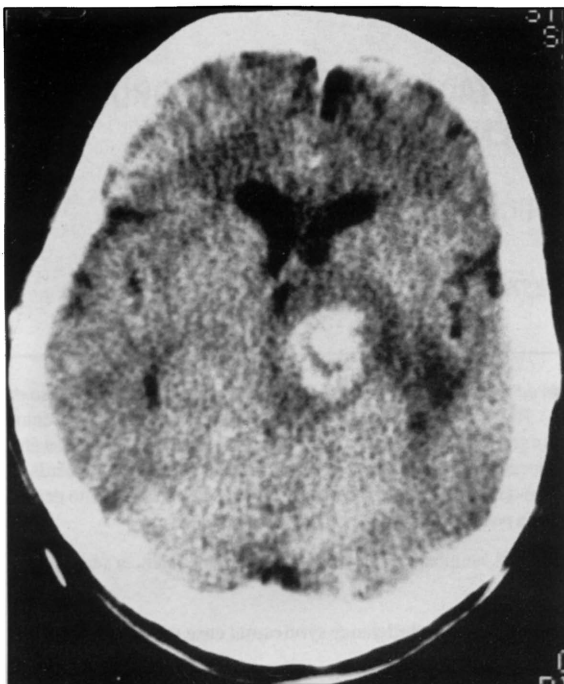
CT de crânio com contraste mostra área de captação central e área hipodensa periférica na região dos núcleos da base à esquerda.
